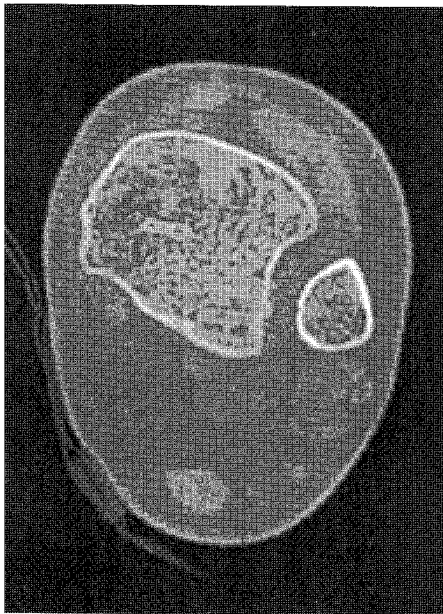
Axial computed tomograph shows fibular incisura of the tibia.
